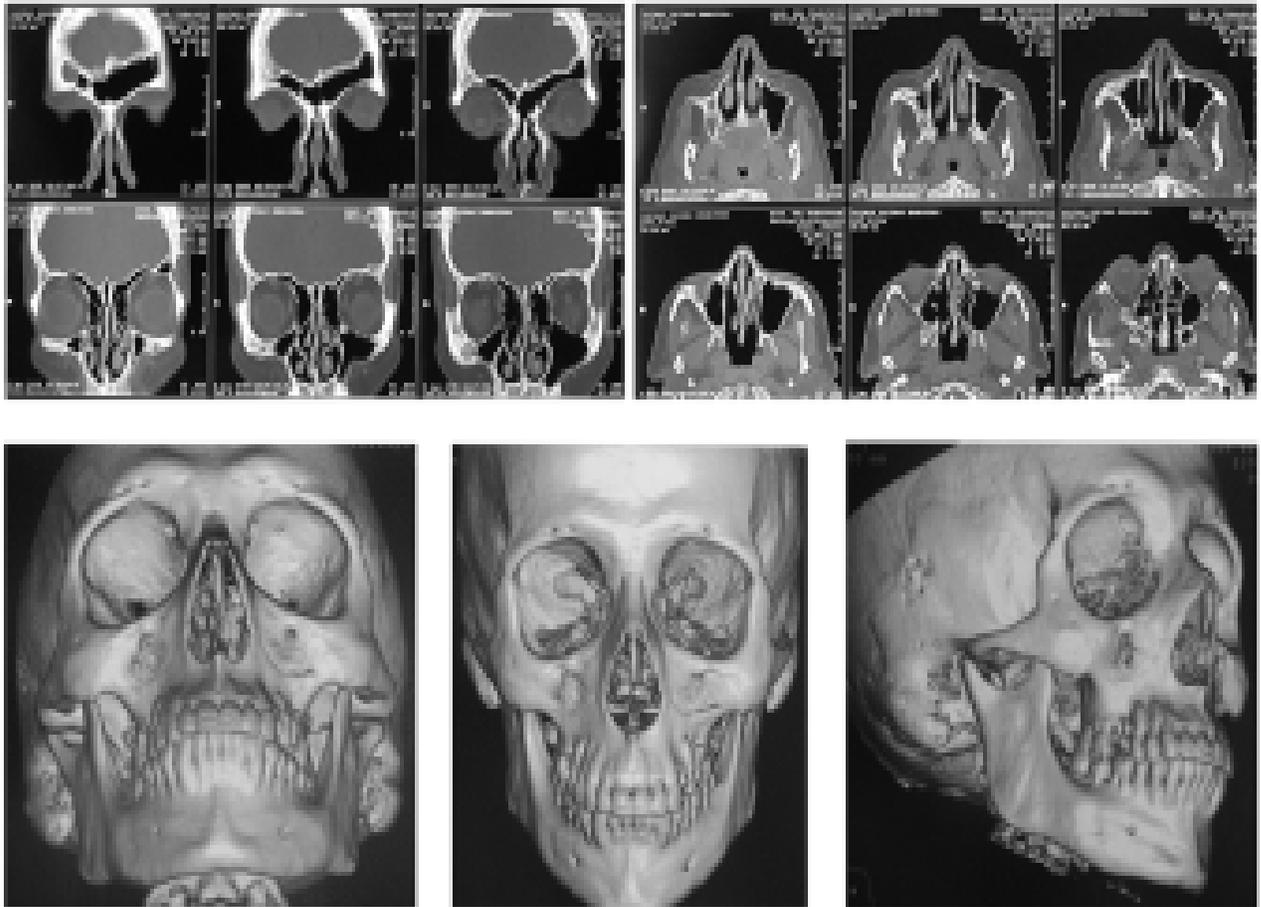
Tomografía Axial Computada (TAC) en trauma maxilofacial. Arriba: Cortes coronales y axiales. Abajo: Reconstrucción tridimensional.
